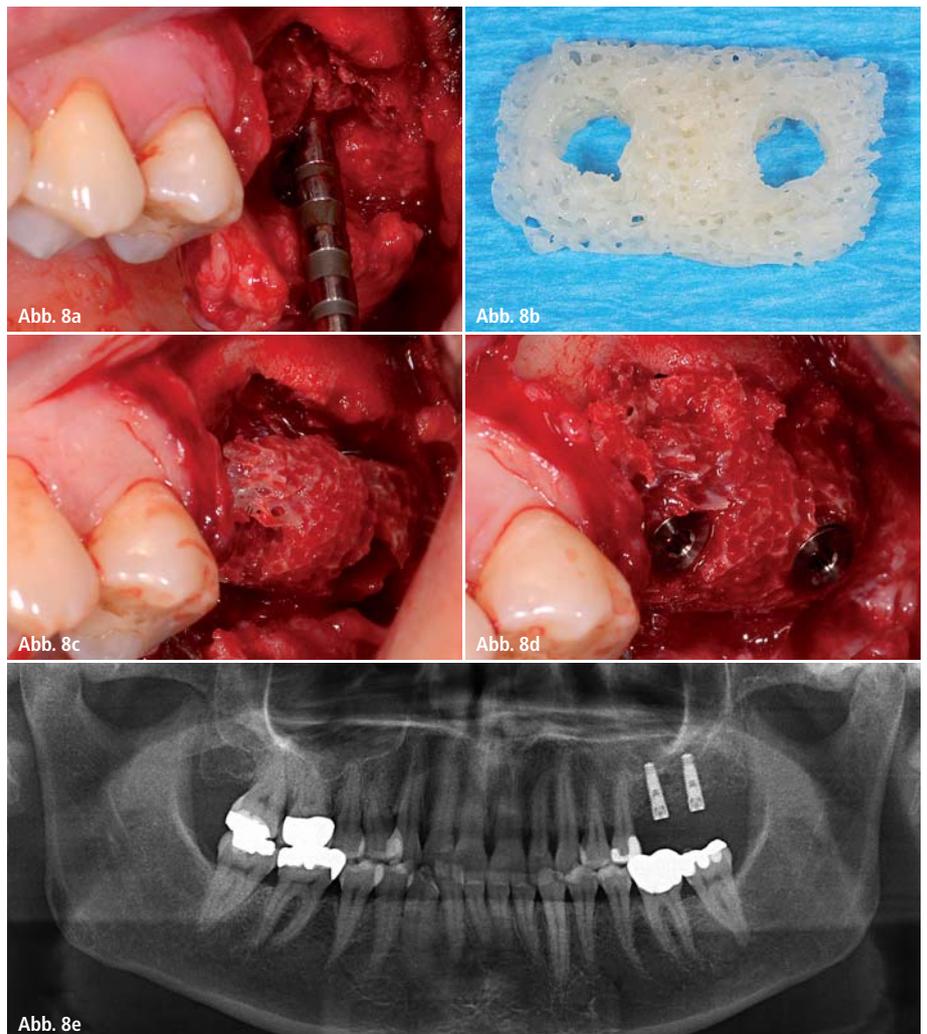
Vertikale Knochenaugmentation und einzeitige Implantation im Oberkiefer links; a) Präparation der vertikalen Defektsituation, Implantatlageraufbereitung und interner Sinuslift; b) Vorbereitung eines allogenen Spongiosazylinderteiles (Tutobon, Zimmer Dental); c) Anpassung des Blockes an das knöcherne Lager; d) Implantation Regio 26 und 27 mit simultaner Blockfixierung und lokalen Knochenspänen (Zimmer); e) Postoperative Röntgenkontrolle.
